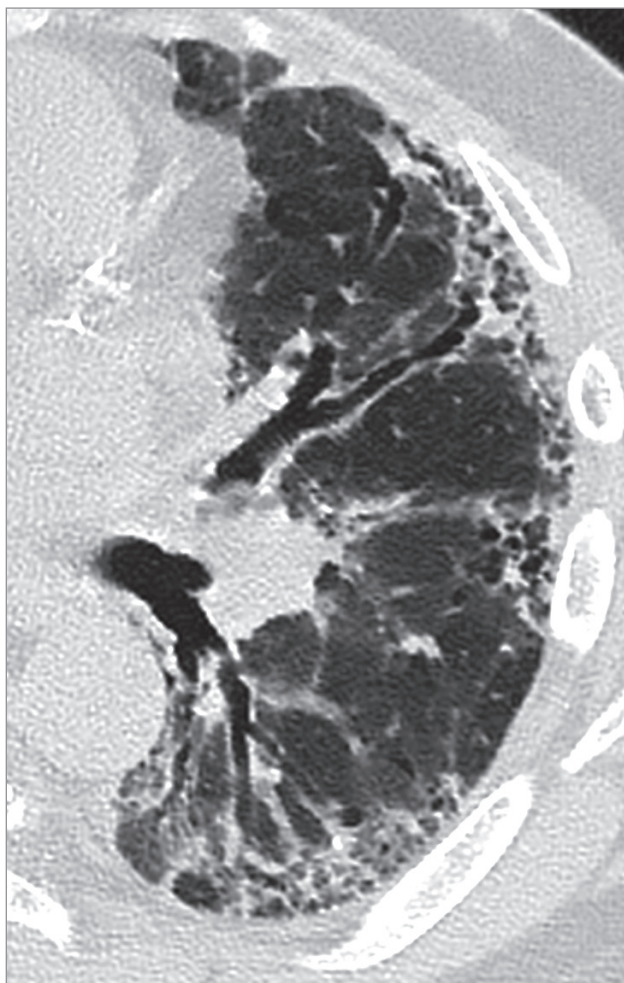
Тракционные бронхоэктазы при обычной интерстициальной пневмонии, компьютерная томография высокого разрешения
